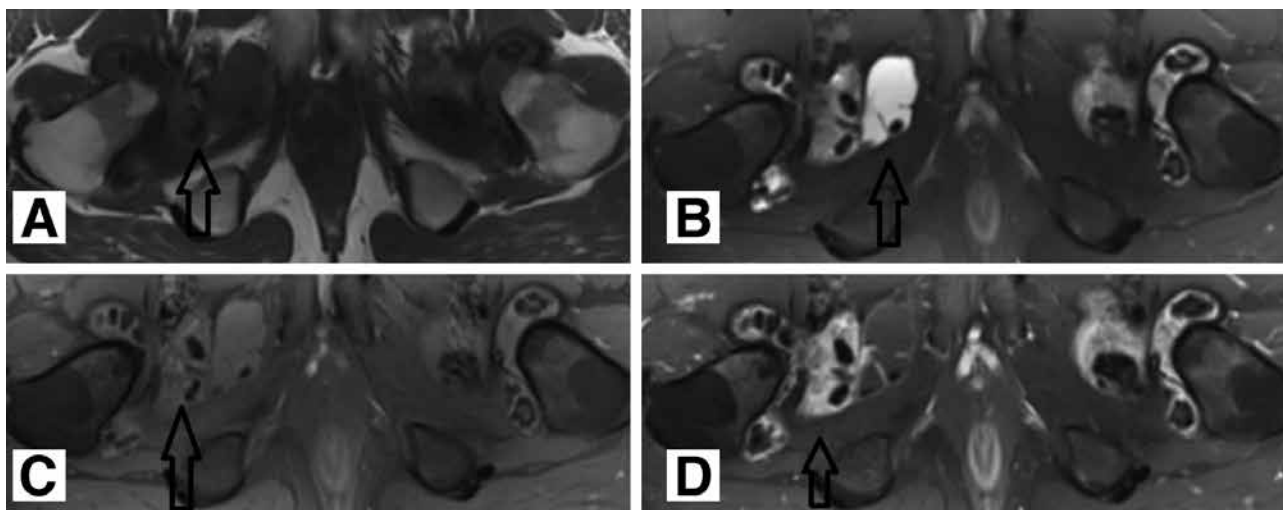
Axial T1 weighted (A), T2 weighted (B), fat saturated T1 weighted (C) and contrast enhanced (D) hip magnetic resonance images of 27 years old man revealed expanded synovium that contained osteochondromas, which were hypointense all magnetic resonance sequences, magnetic resonance images also revealed sinovial contrast enhancement on contrast enhanced sequence
